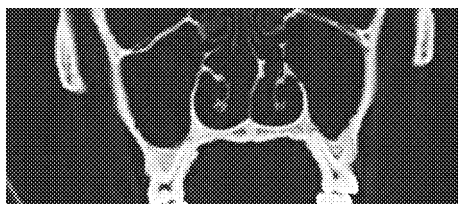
Между небным корнем первого верхнего моляра и дном верхнечелюстной пазухи слева — наличие лишь тонкой пластинки компактного вещества, справа — отсутствие костной пластинки при гиперпневматизации пазух. Компьютерная томография. Фронтальный срез. Отпечаток с КТ в натуральную величину
